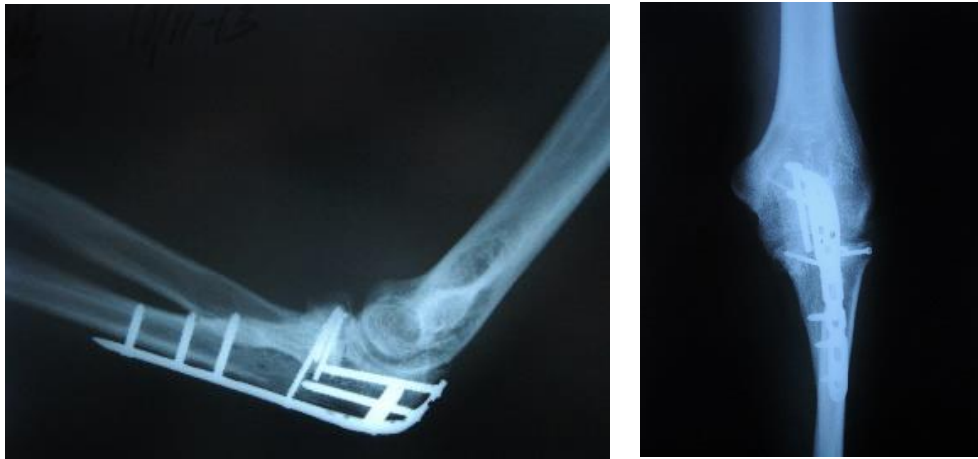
Рентгенограммы больного В. через 1 год после операции
